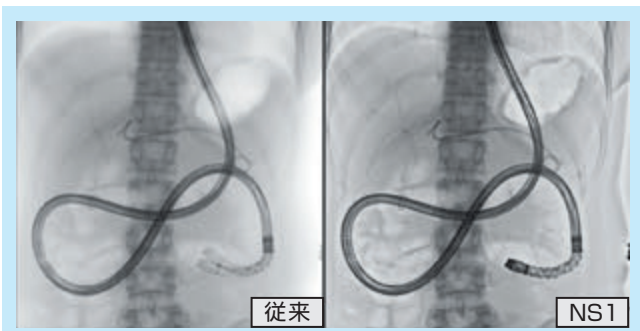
従来画像処理(左)／FAiCE-V NS1 (M-DRC処理あり)(右)ショートタイプのダブルバルーン内視鏡(EI-580BT：富士フィルム株式会社製)を挿入
